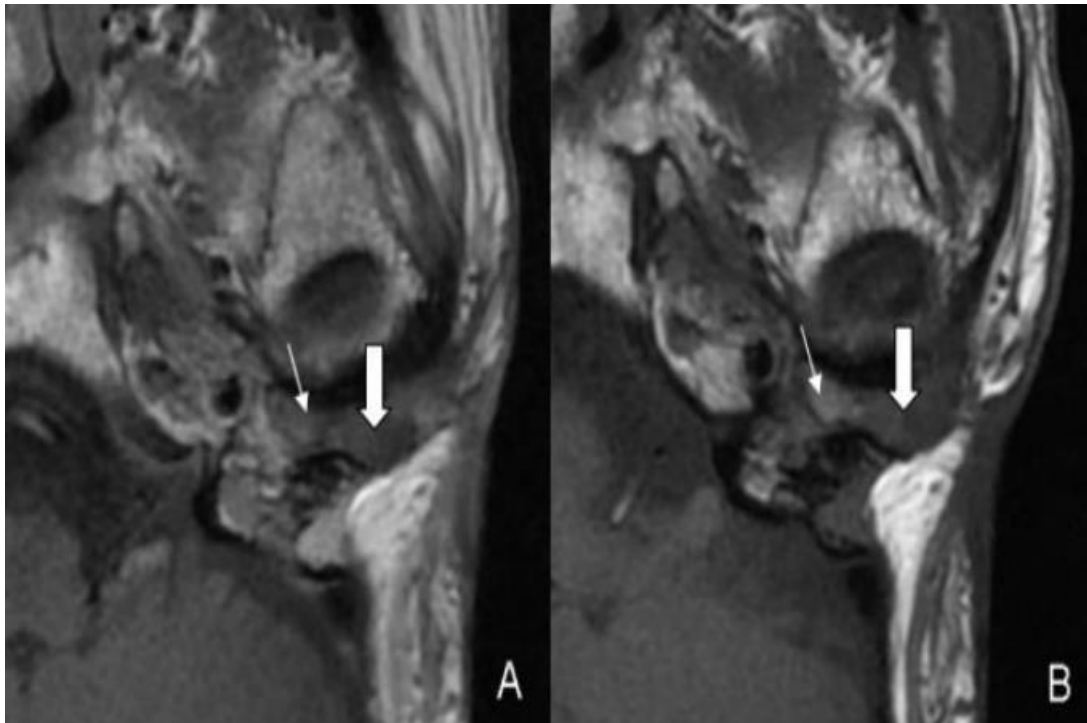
IRM en coupe axiale. A (T1) : plages tissulaires en hyposignal au niveau de l'oreille moyenne gauche (flèches). B (T1 gadolinium tardif) : rehaussement du tissu fibreux (petite flèche) et absence de rehaussement du cholestéatome récurrent (grosse flèche).
